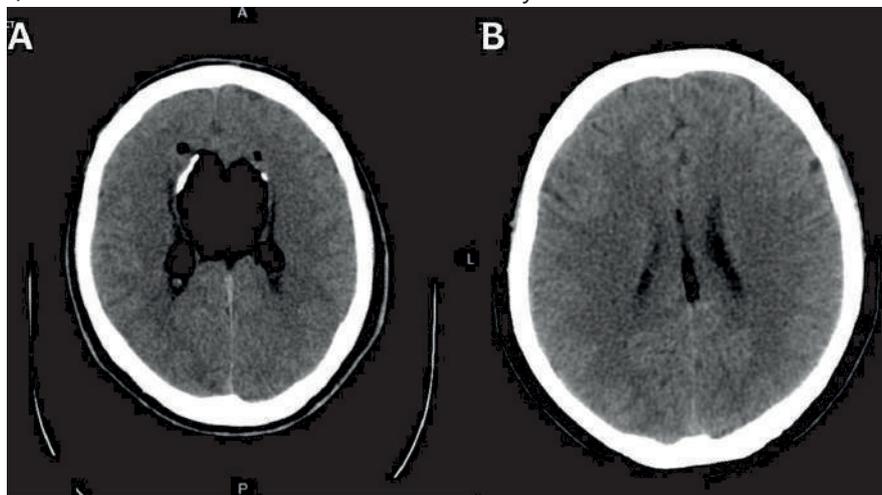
А: Тубулонодулярная липома на КТ. В: Криволинейная липома на КТ [21]
